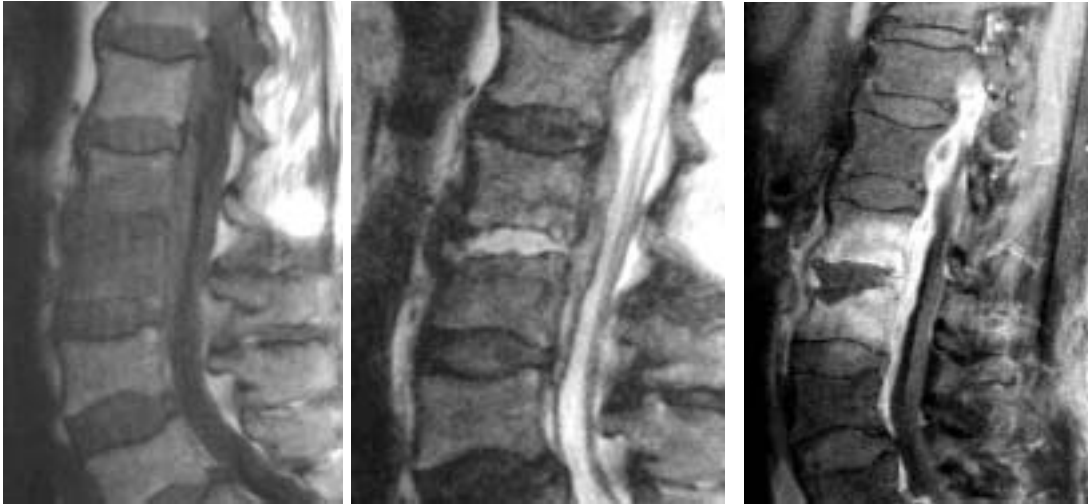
Imágenes de RM diagnósticas de espondilodiscitis. A) Secuencia potenciada en T1 con disminución de señal en disco y cuerpos vertebrales adyacentes; B) secuencia potenciada en T2 con aumento de señal del disco afecto; C) Secuencia T2 con hipercaptación del contraste (gadolinio) en áreas de inflamación (hueso, espacio epidural anterior y tejido paravertebral) y zonas no captantes correspondientes a abscesos (en este caso el propio disco).
